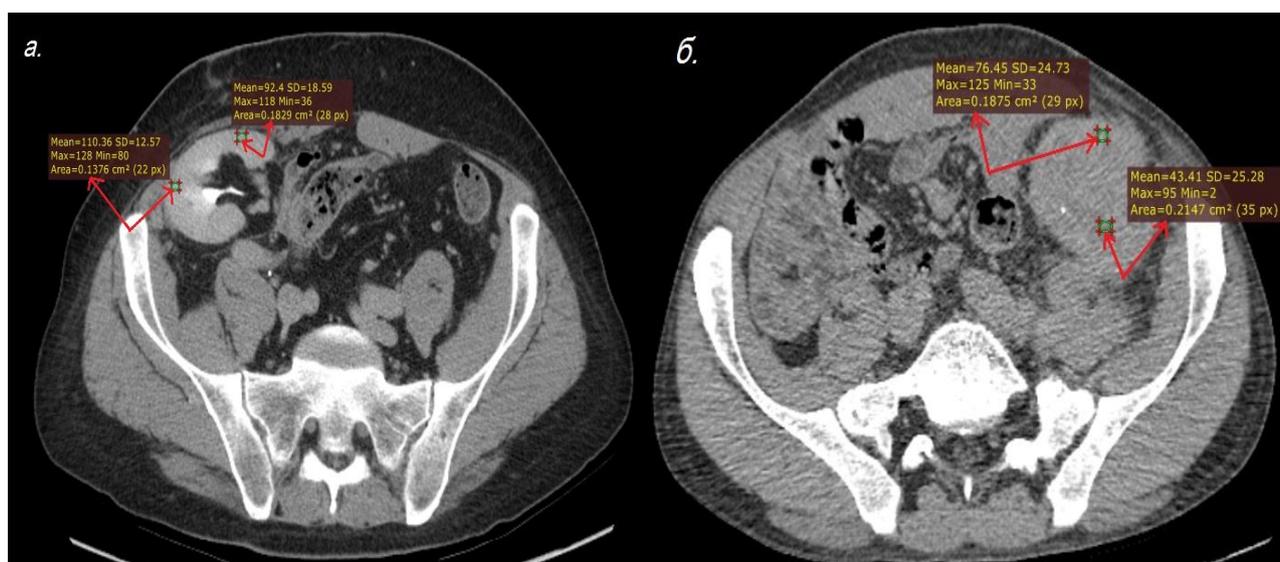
а) отсроченная фаза при проведении компьютерной томографии органов брюшной полости в первой группе;
